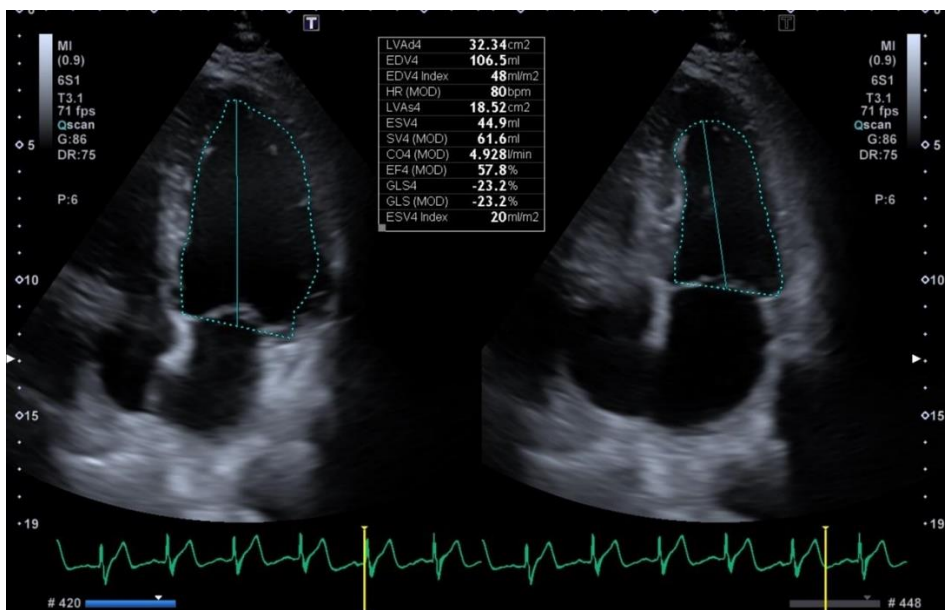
Plano apical 4 cámaras, cavidades izquierdas. Volúmenes de Ventrículo izquierdo en sístole y diástole perimetrados por el método Simpson y Fracción de Eyección levemente disminuida.
